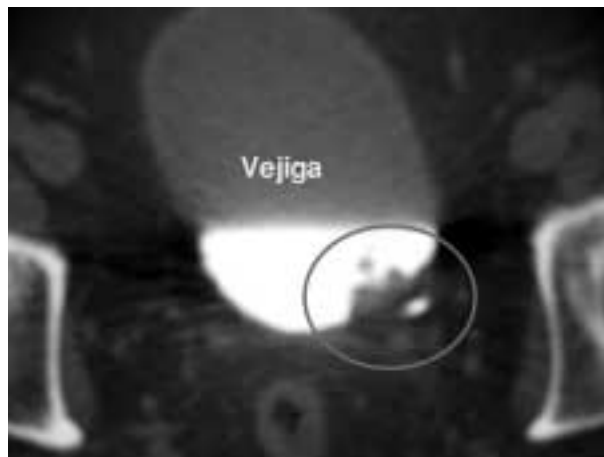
Imagen del TAC abdominal. Se observa en pared postero-lateral de vejiga urinaria una tumoración vegetante.
